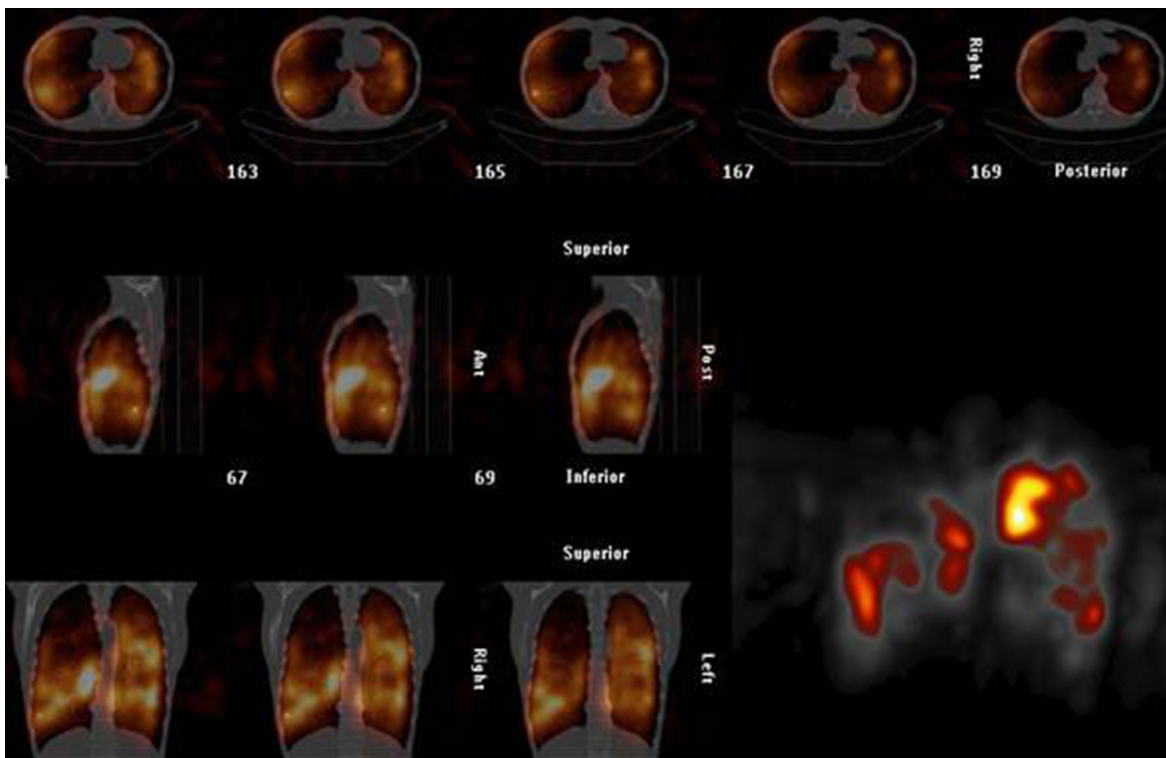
ОФЭКТ/КТ легких пациента Г., 62 лет. Диагноз: «Хроническая обструктивная болезнь легких». Выявлены локальные дефекты перфузии, соответствующие буллезным изменениям паренхимы легких
